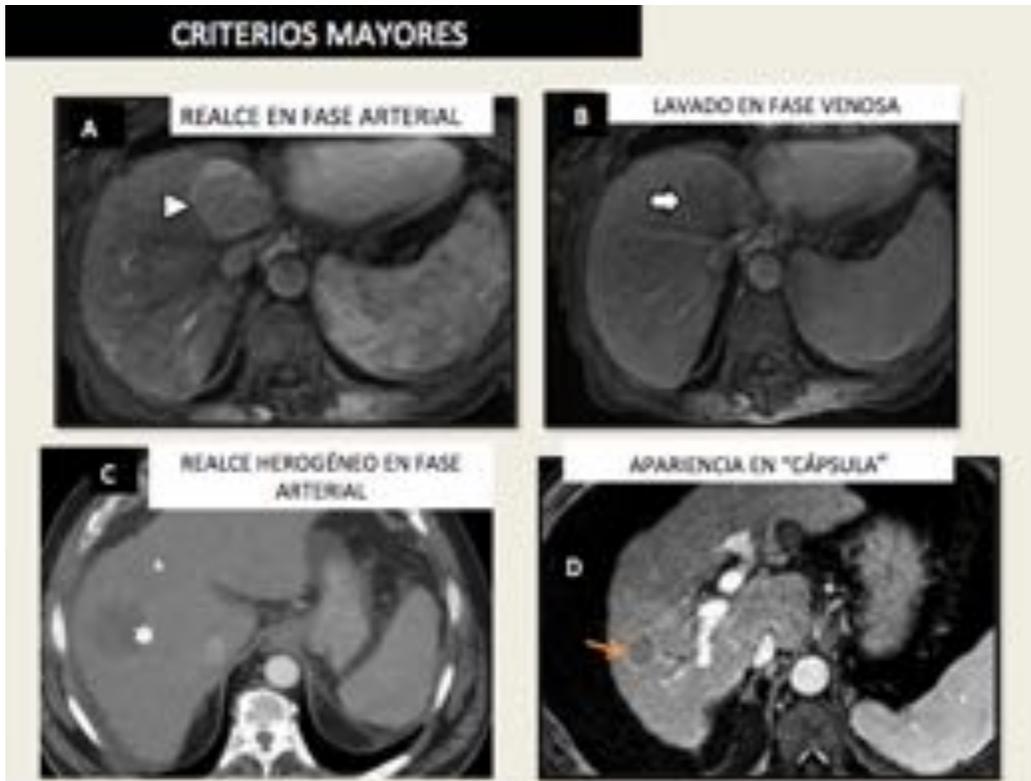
CRITERIOS MAYORES DE HEPATOCARCINOMA. A: RM secuencia axial potenciada en T1 con civ en fase arterial donde se aprecia observación con realce arterial. Imagen B: misma lesión con lavado en fase portal. Imagen C: CT dinámico con observación con realce heterogéneo en fase arterial. Imagen D: axial potenciado en T1 con gadolinio, observación con pseudocápsula (flecha naranja)
